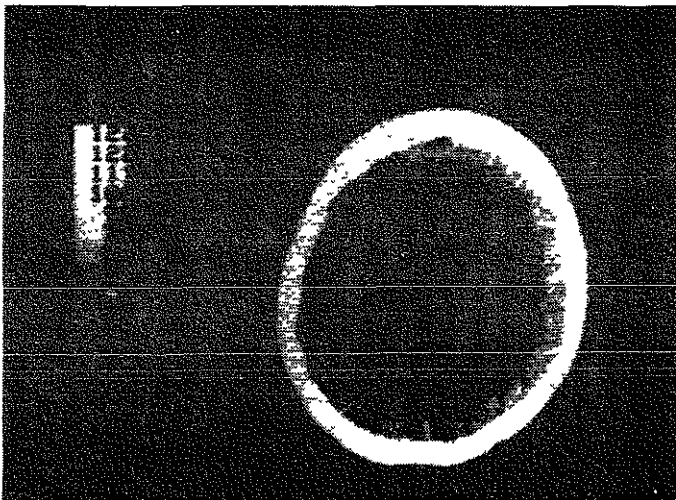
Caso 7. - Tomografía computada de cráneo en donde se demuestra nódulo subependimario calcificado en ventrículo lateral.
